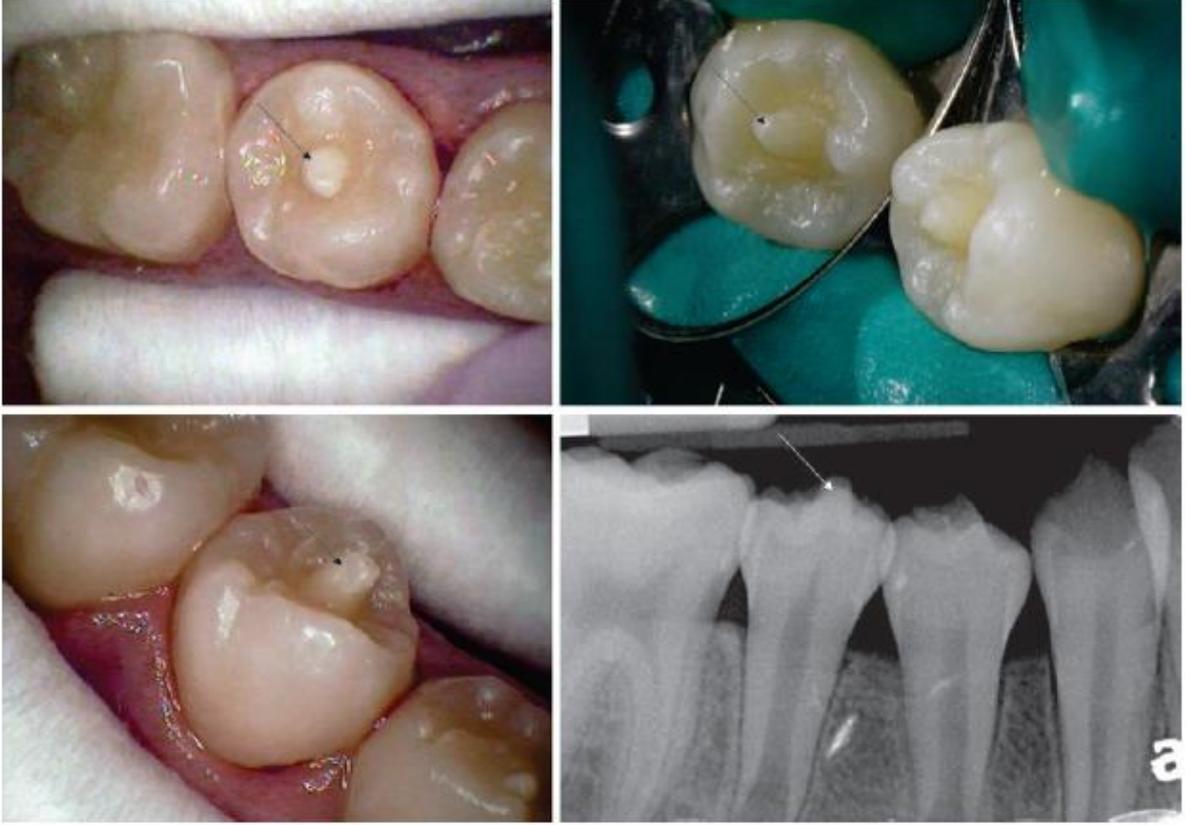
Clinical view and radiographic image of a mandibular second premolar with *dens evaginatus* (arrow) (Courtesy of Dr. Daniela Bololoi)
